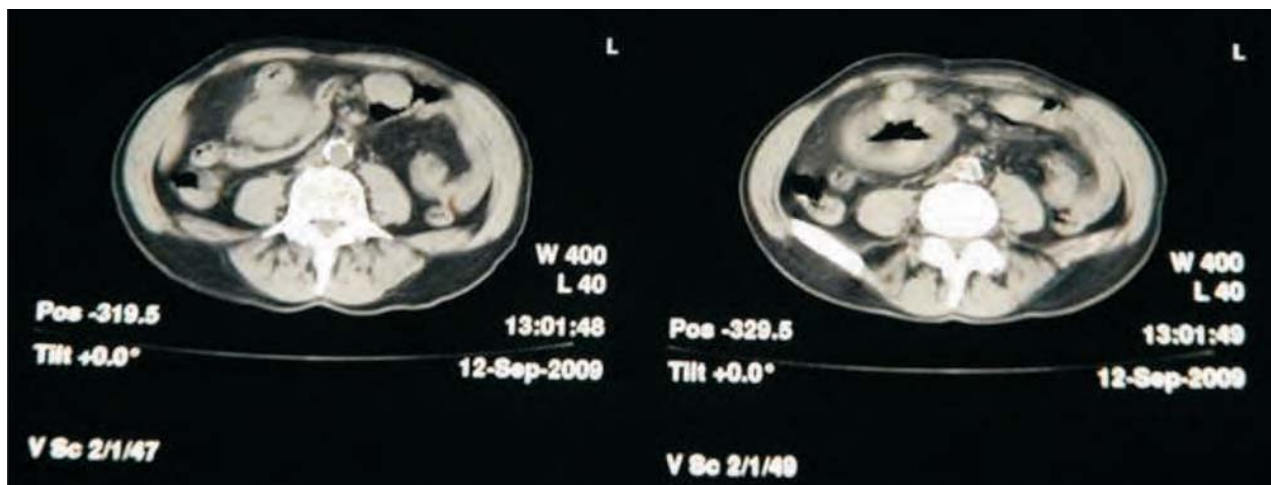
Ex. CT – îngroșarea peretelui intestinal
